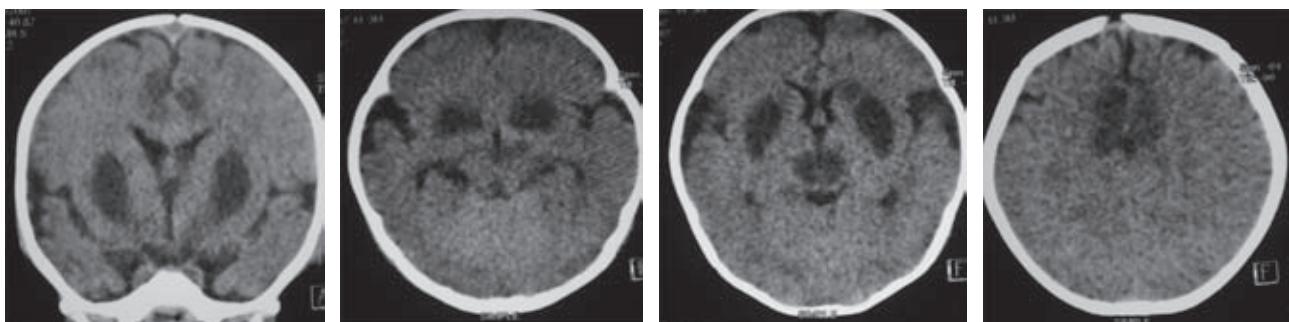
Tomografía computarizada en fase simple de cráneo.
